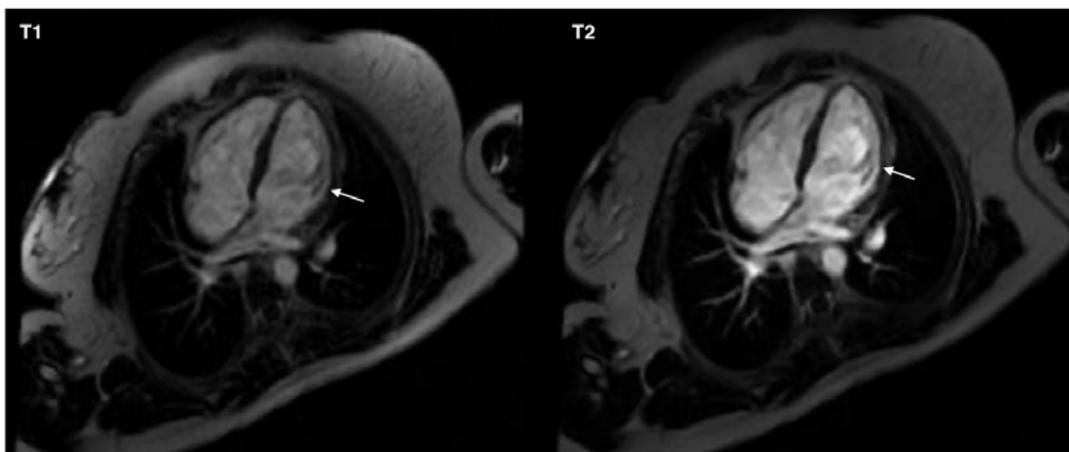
Cardi resonancia con edema miocárdico en T1 y T2.
